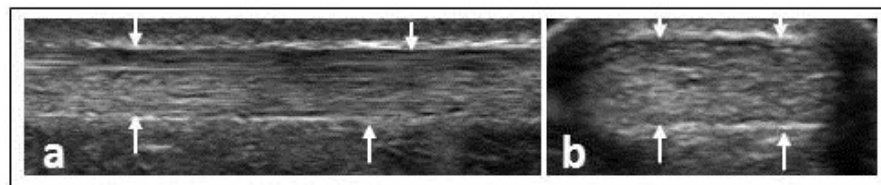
Images ultrasonographiques d'un TA sain : (a) image en vue longitudinale, (b) image en vue transversale. Les flèches indiquent les contours du TA.
